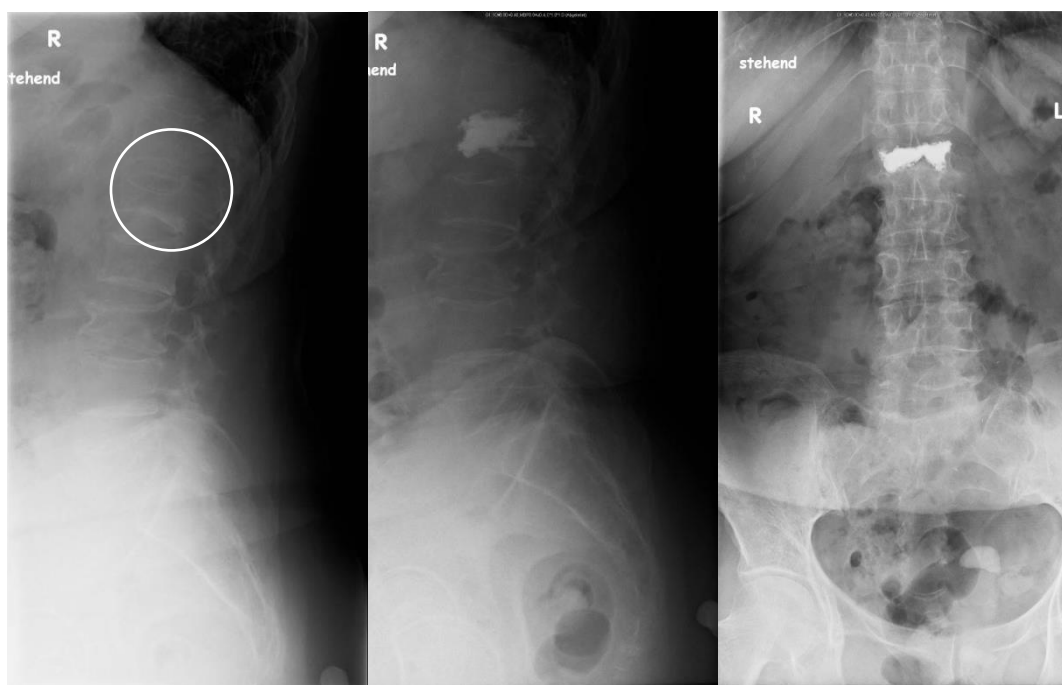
Präoperatives und postoperatives Röntgenbild (eigenes Patientengut)
